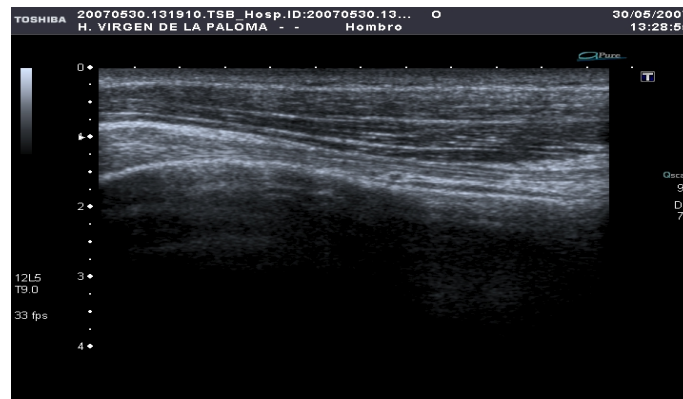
Ecografía de un tendón bicipital normal
